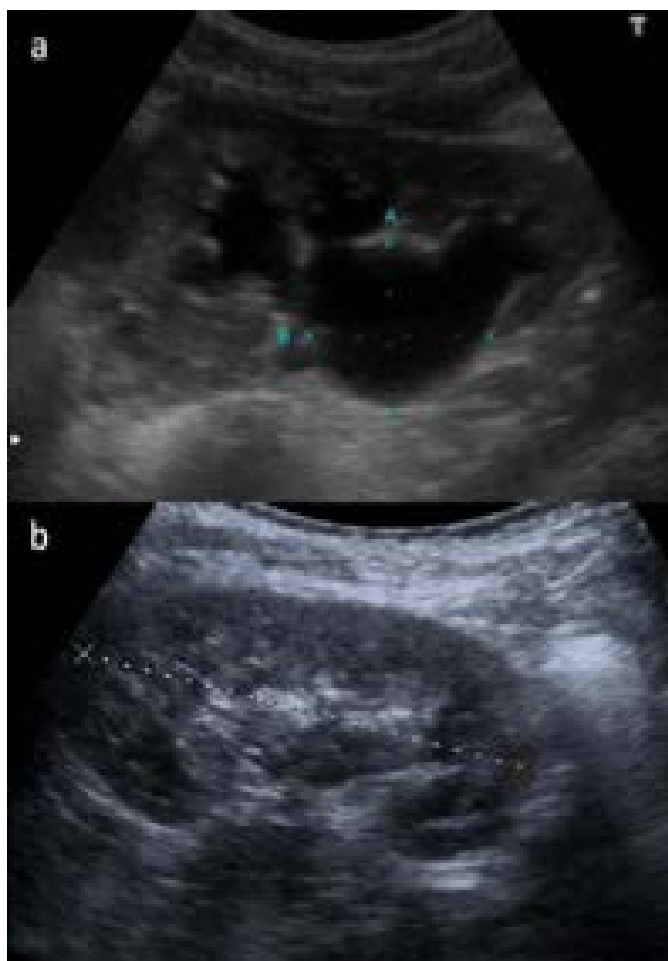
a) Ecografía preoperatoria de paciente con EPU. b) Estado del mismo tras un año de la intervención.
